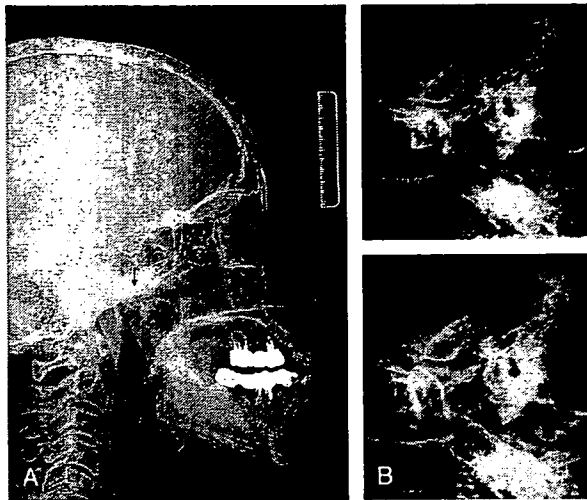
Preoperative radiographs. (A) Lateral view of the cephalogram. (B) Radiographs of the right temporomandibular joint (above, closed mouth; below, open mouth). The right mandibular condyle (arrow) crossed the articular eminence and was fixed during mouth opening.
